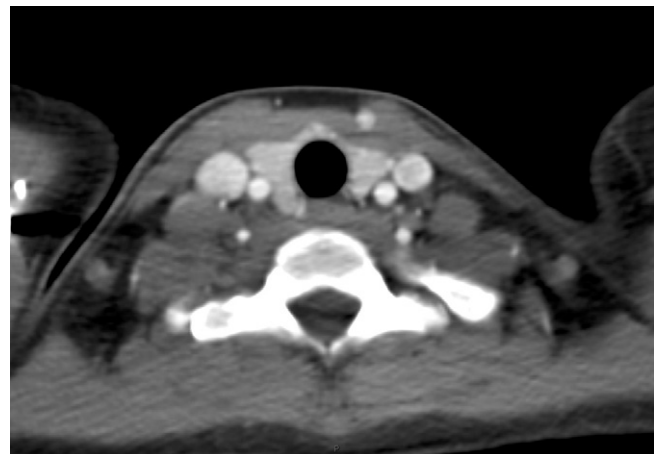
Thyroïde en TDM.
